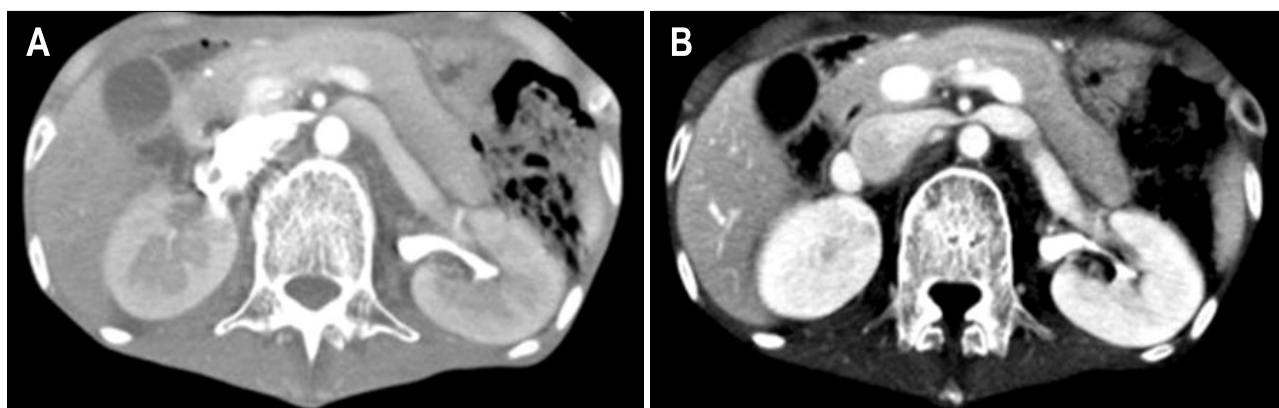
Pancreas dynamic CT images (A, B) contrast-enhanced arterial phase (A) and contrast-enhanced portal phase (B) images showed slightly enlarged pancreas without focal lesion and duct dilatation.
